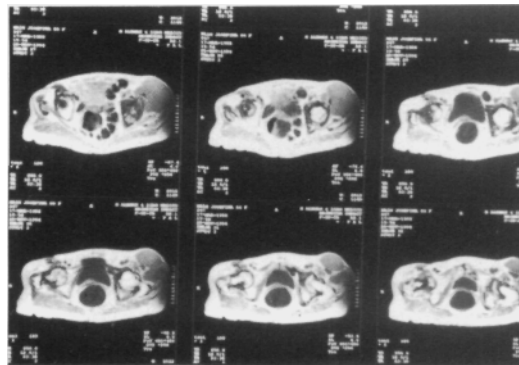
RMN T1 (28/11/94) (cortes horizontales).
